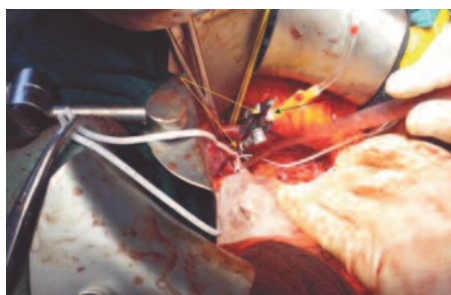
Этап артерио-венозного «ареста» в условиях фармакохолодовой ишемии с перфузией раствора Кустодиол. Желтыми стрелками обозначены сосудистые зажимы на почечной артерии и вене. Черной стрелкой обозначена канюлированная почечная артерия с подачей охлажденного раствора.
